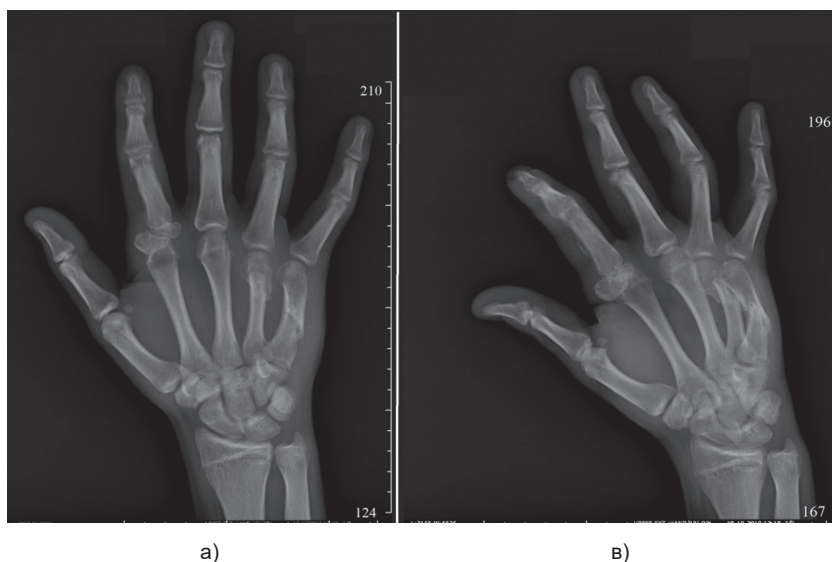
Рентгенограмма до операции в прямой (а) и боковой (в) проекциях
